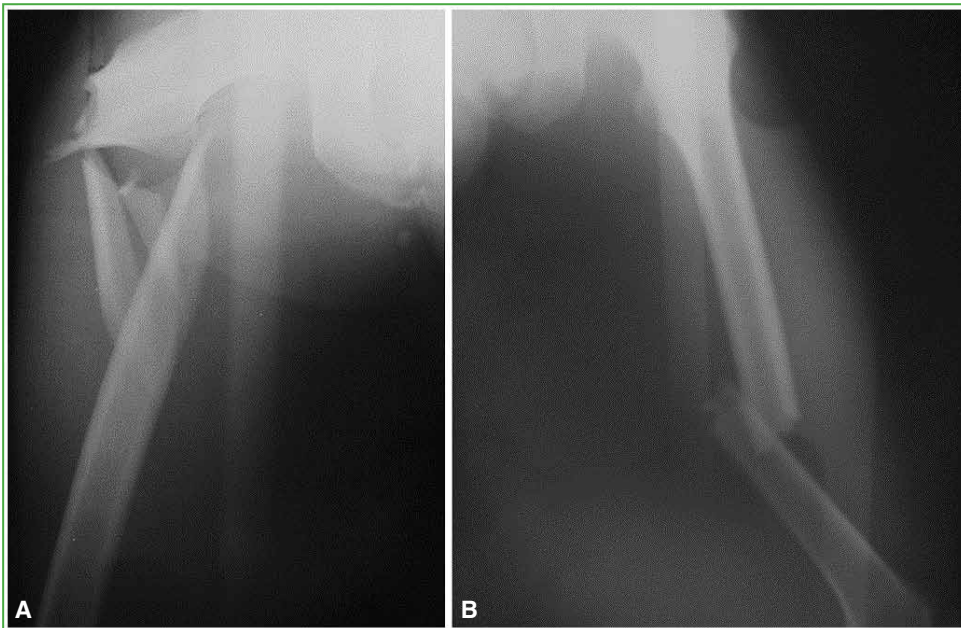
Radiografías de fémur, de frente, con evidencia de fracturas (A. proximal, B. diafisaria) en pacientes con cadera flotante.
